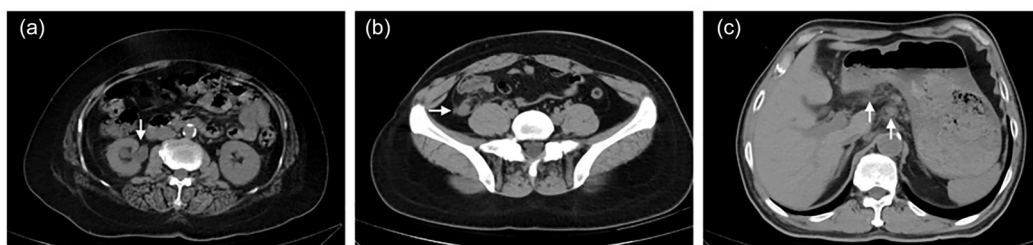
诊断报告建议扩大范围检查的病例:(a)患者A,女性,65岁,因“发热1天”接受上腹部CT检查;发现右侧肾盂输尿管扩张(箭头),建议下腹部+盆部CT检查排查泌尿系结石;后经CT平扫证实为右侧输尿管结石;(b)患者B,女性,36岁,因“右上腹痛2天”接受上腹部+下腹部CT检查;发现疑似阑尾增粗伴回盲部渗出(箭头),建议盆部CT检查完整显示阑尾;后经手术证实为急性阑尾炎;(c)患者C,男性,76岁,因“排尿不畅1天”接受下腹部+盆部CT检查;发现胃壁增厚伴周围淋巴结肿大(箭头),建议上腹部CT检查评估胃部情况;后经内镜证实为胃癌
